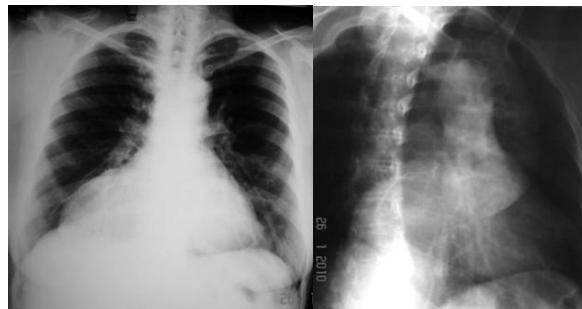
Radiografie toracică: opacitate de intensitate supracostală de 11 x 8 cm, care pe radiografia de profil se proiectează anterior de cord.
